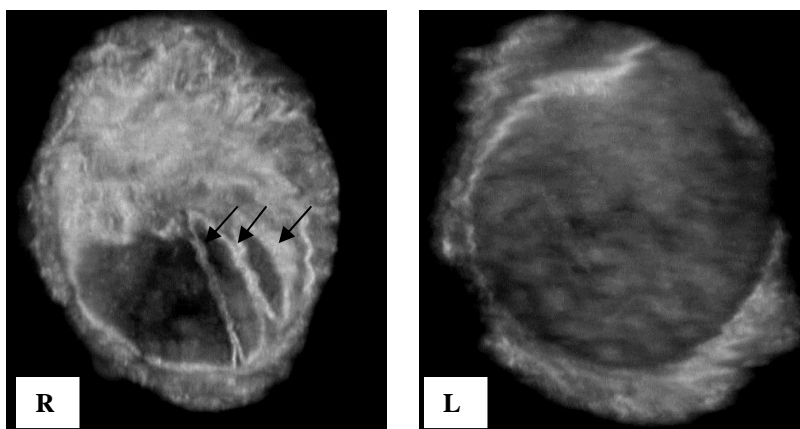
Сопоставление сонотомограмм (фронтальные срезы) отмечается асимметрия формы эндопротеза с уменьшением его ширины справа, выраженная складчатость задней и боковой поверхности правого имплантата (обозначена стрелками).
